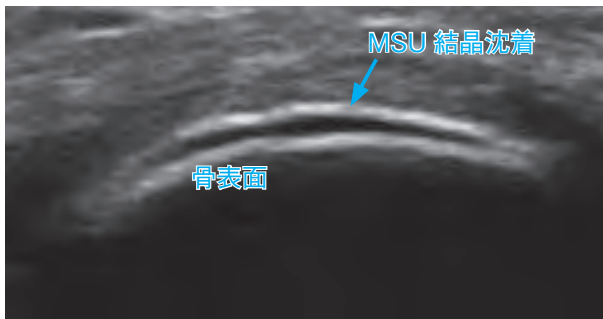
関節エコーにおける関節軟骨表面のMSU結晶沈着（double contour sign）
